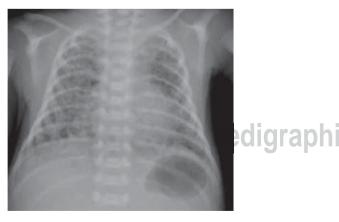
Radiografía de tórax a los 14 días de vida. Imágenes quísticas de enfisema intersticial, con radiopacidad homogénea. Las lesiones evolucionan de forma irregular en cuanto a tamaño.
